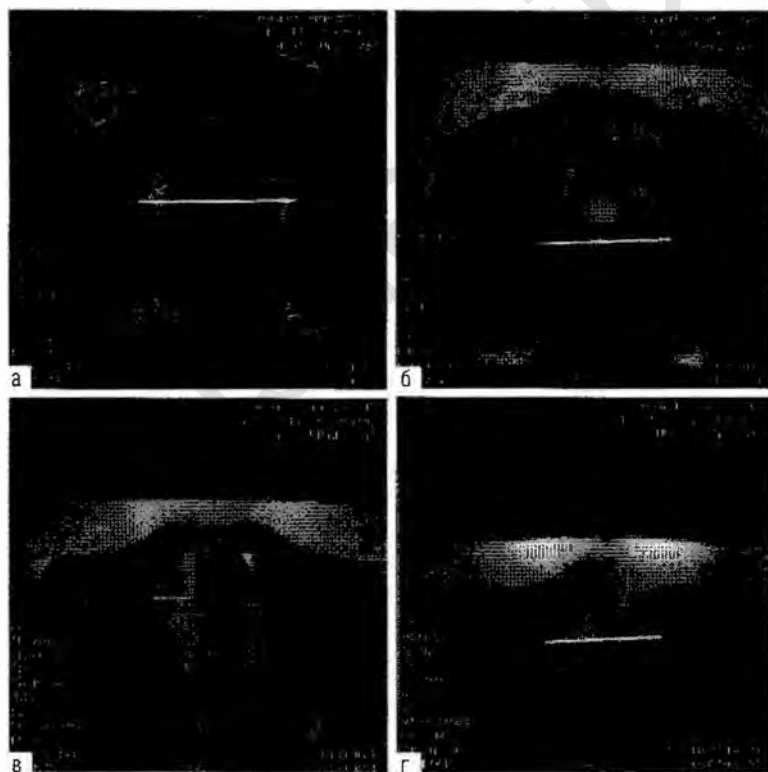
На косых аксиальных томограммах измеряют поперечные диаметры: наибольшего входа (а), широкой части полости (б), межкостный (в) и битуберозный (г).
